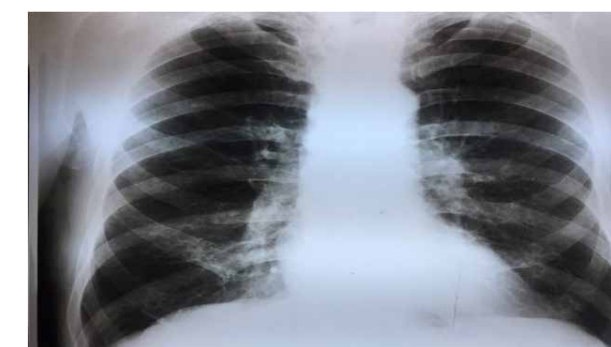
Radiografie PA torace
